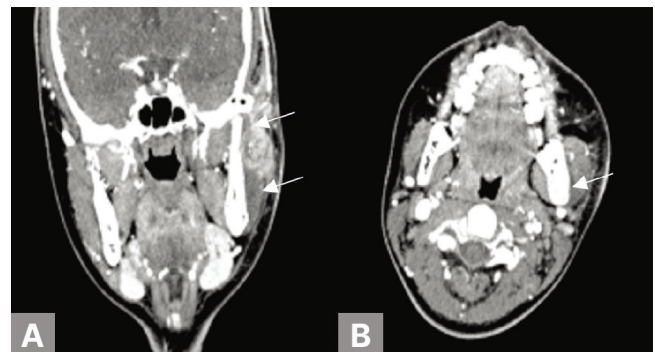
Contrast-enhanced facial computed tomographic images at presentation. A. Coronal view shows a hypodense area suggestive of an abscess in the mandibular condylar head and ramus region. B. Axial view shows the same hypodense lesion.
